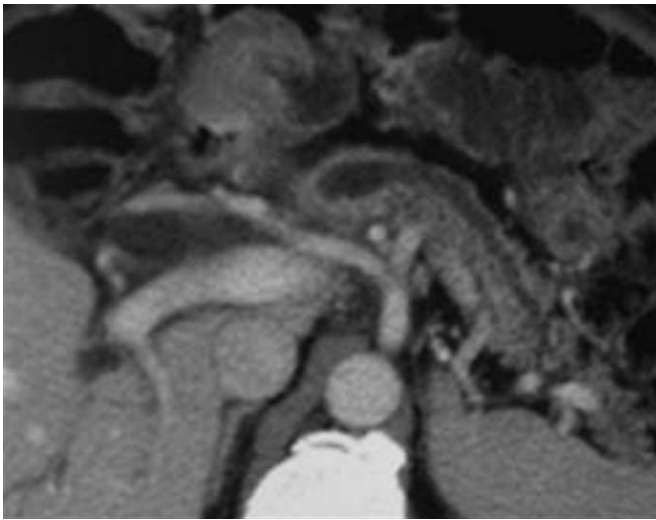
TIPMP du canal principal. TDM. Le canal de Wirsung est dilaté, en particulier dans le corps du pancréas.
